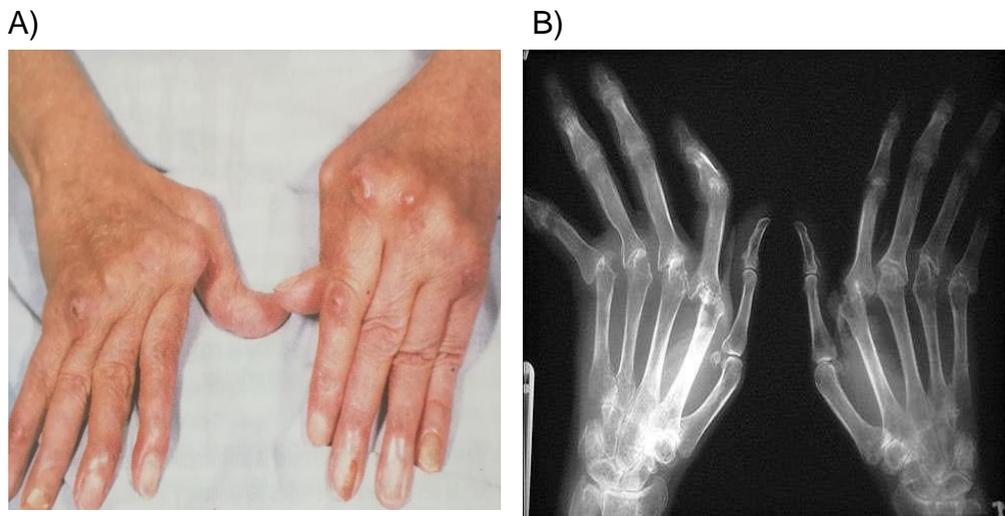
A) Manos de una paciente con Artritis Reumatoide avanzada que se observa con inflamación de las articulaciones. B) Artritis Reumatoide avanzada que se observa en radiografía.²²
